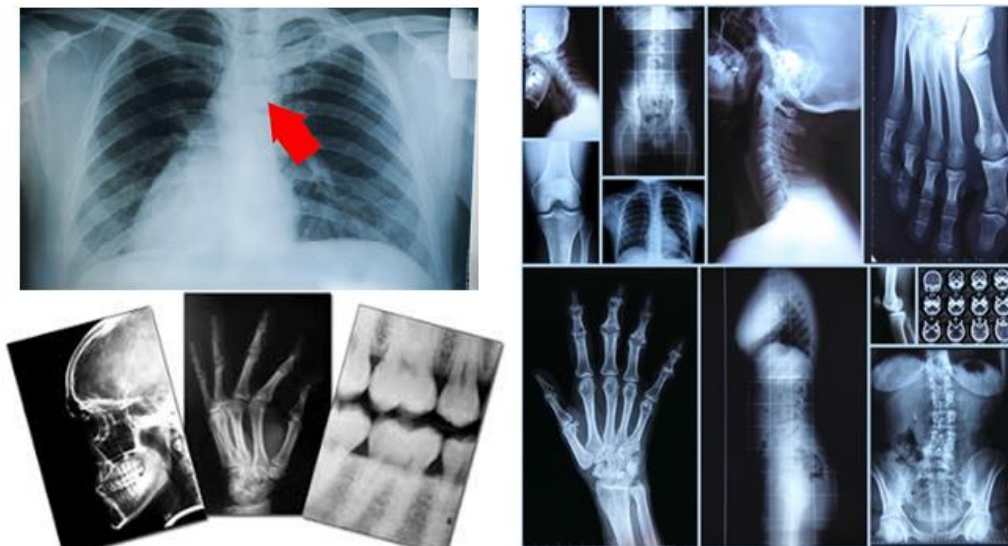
Exemple de filme radiografice
